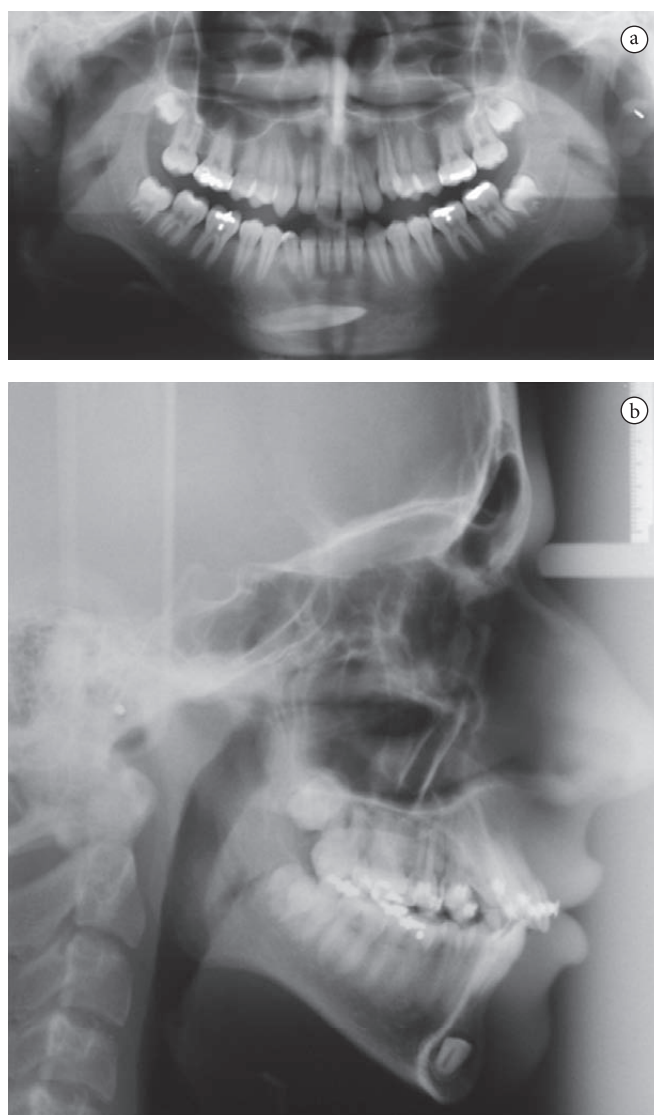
a) Radiografia panorâmica inicial. b) Telerradiografia lateral inicial.
